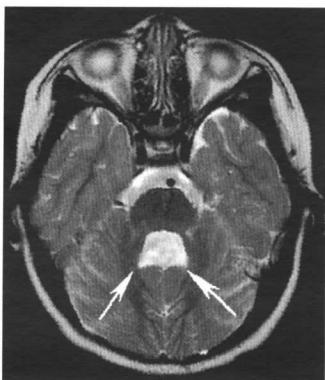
头颅MRI轴位T2WI：四脑室上部扩大，呈蝙蝠翼状(白箭)。
